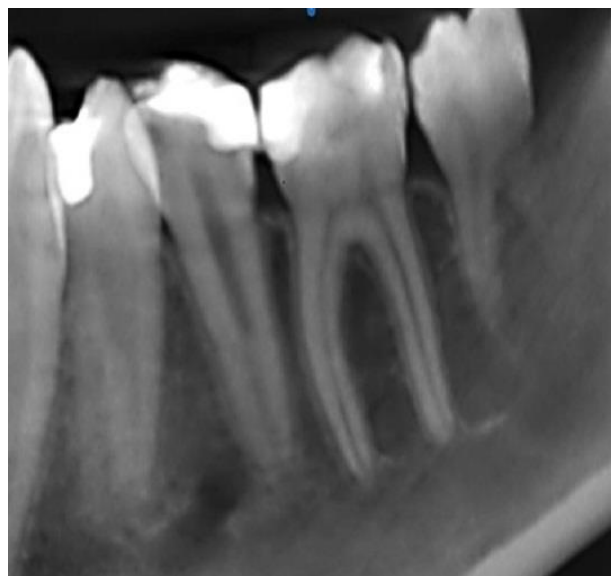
Томограмма зуба 3.6 через 24 месяца после лечения
